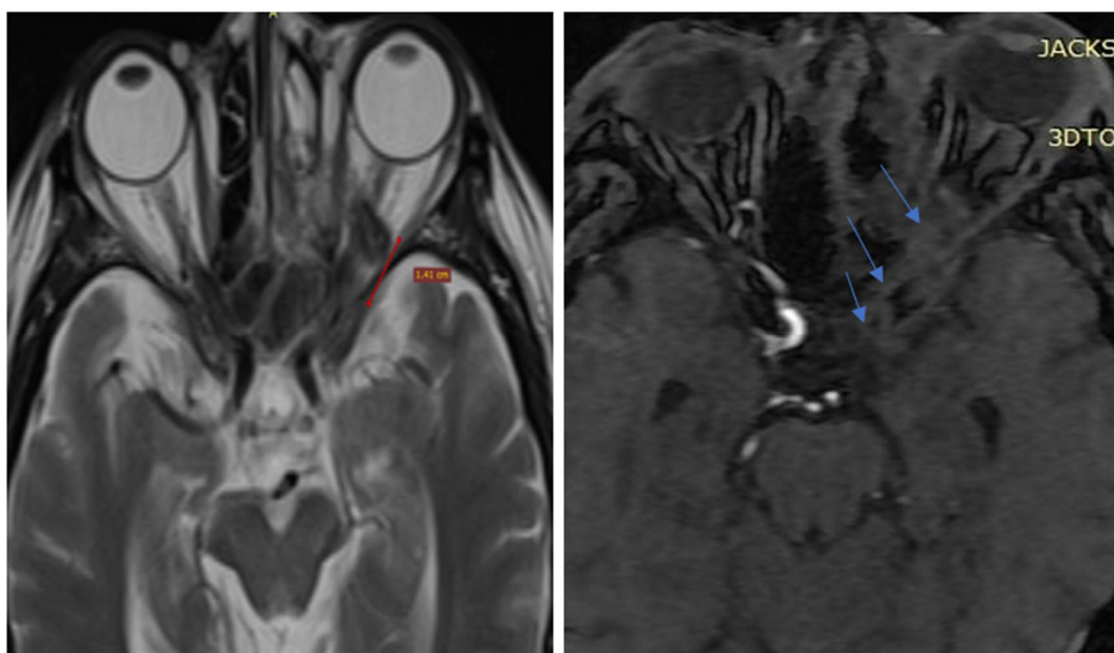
Рисунок №2 МРТ, аксиальный срез. Тромб глазничной вены слева. Полисинусит решетчатых, основных пазух. Б.МР-ангиография, аксиальный срез, полное отсутствие кровотока сегмента внутренней сонной артерии, тромбоз глазничной артерии.
